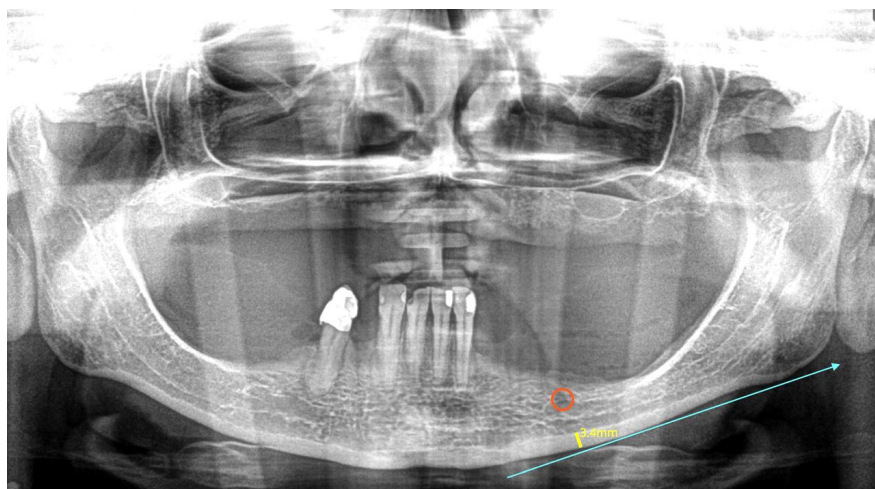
Radiografia com o traçado das linhas utilizadas para a determinação do Índice Mentoniano
